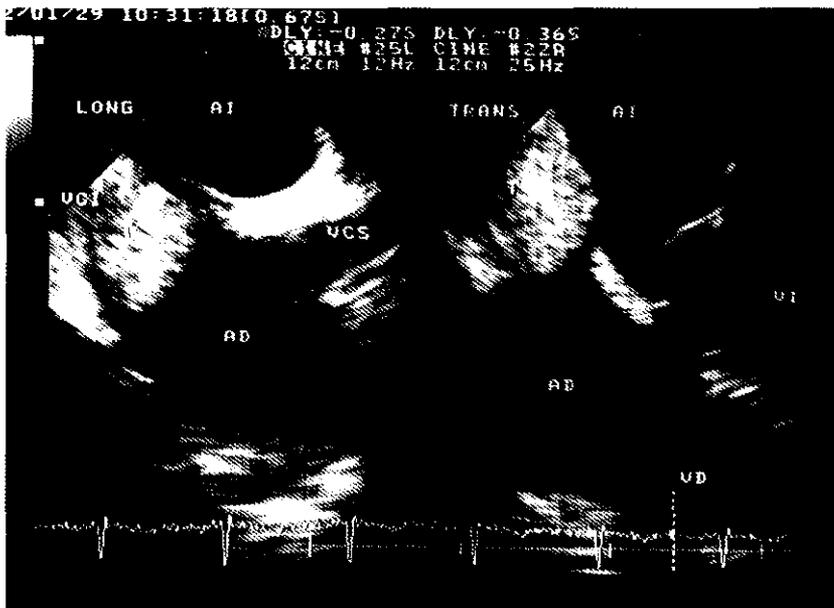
Ecocardiografía transesofágica. El trombo se observa y delimita con toda claridad en la aurícula derecha.
